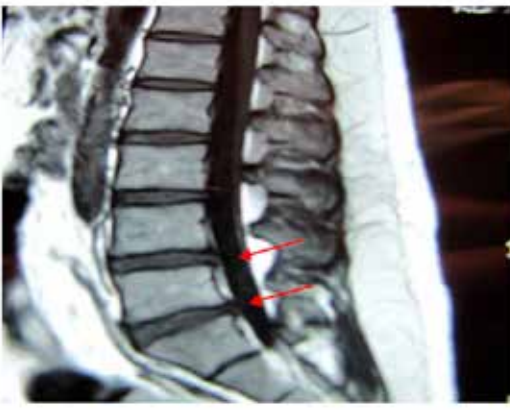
MRI post tratamiento caso 2
